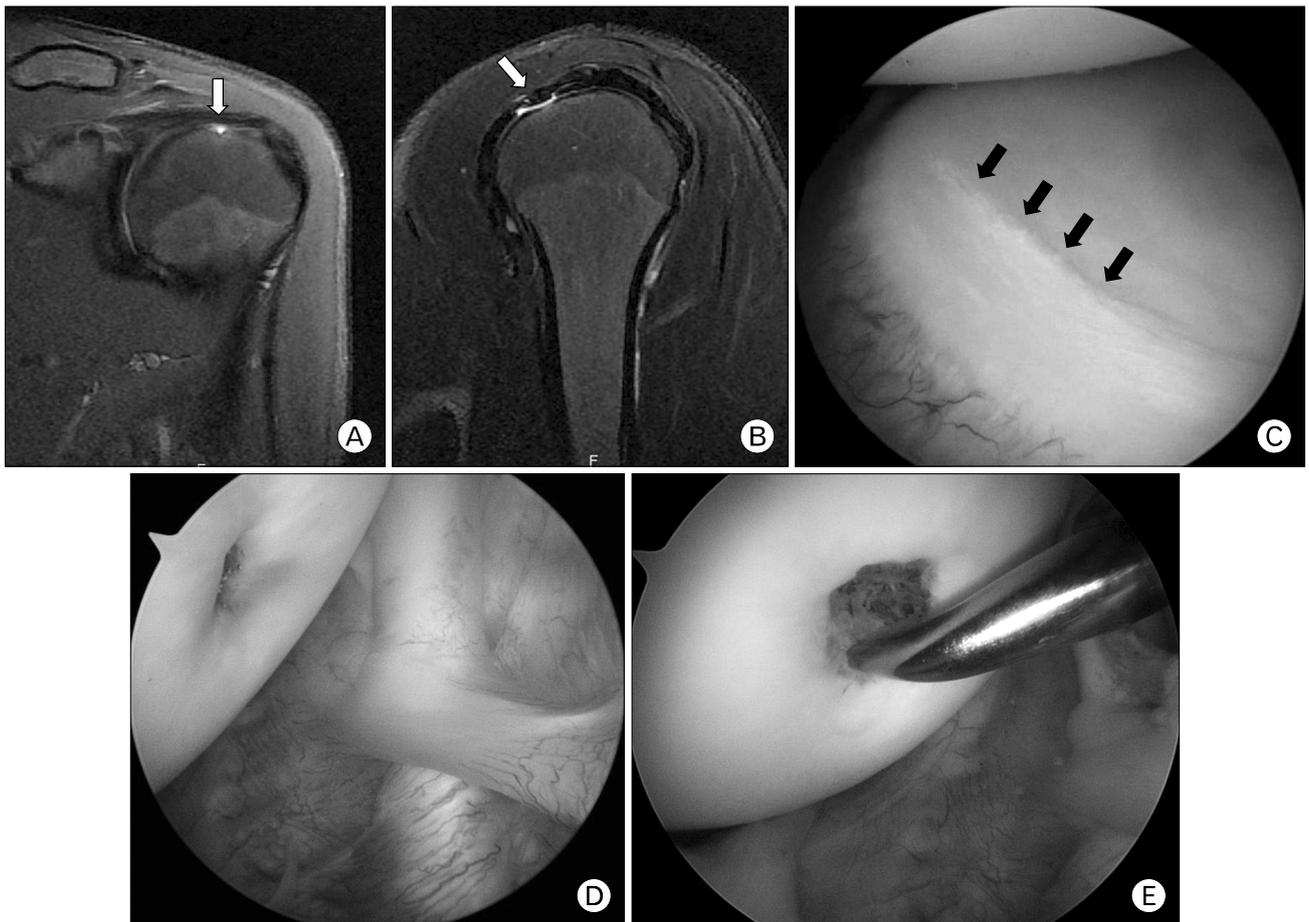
(A, B) T2-weighted magnetic resonance images show high signal intensity lesion suspected as a chondral lesion (white arrow). (C) Arthroscopic finding shows stable scratches on the posterior glenoid labrum (black arrows). (D) Arthroscopic findings show focal chondral lesion of humeral head. (E) Debridement and microfracturing are performed arthroscopically.
